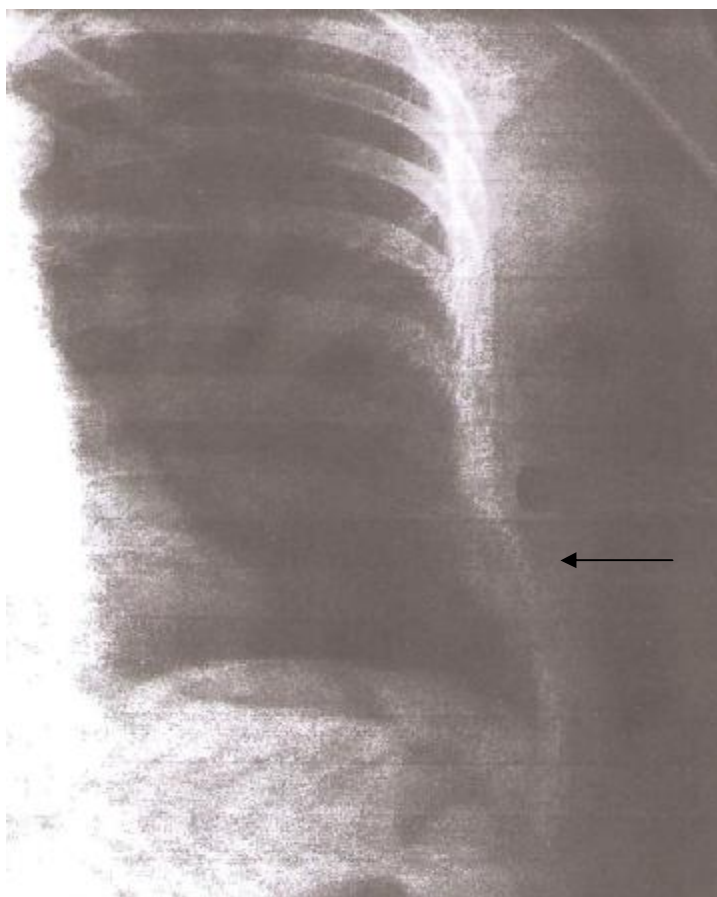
Radiographie thoracique de face montrant une tumeur osseuse costale gauche à extension endothoracique dans un MM.
